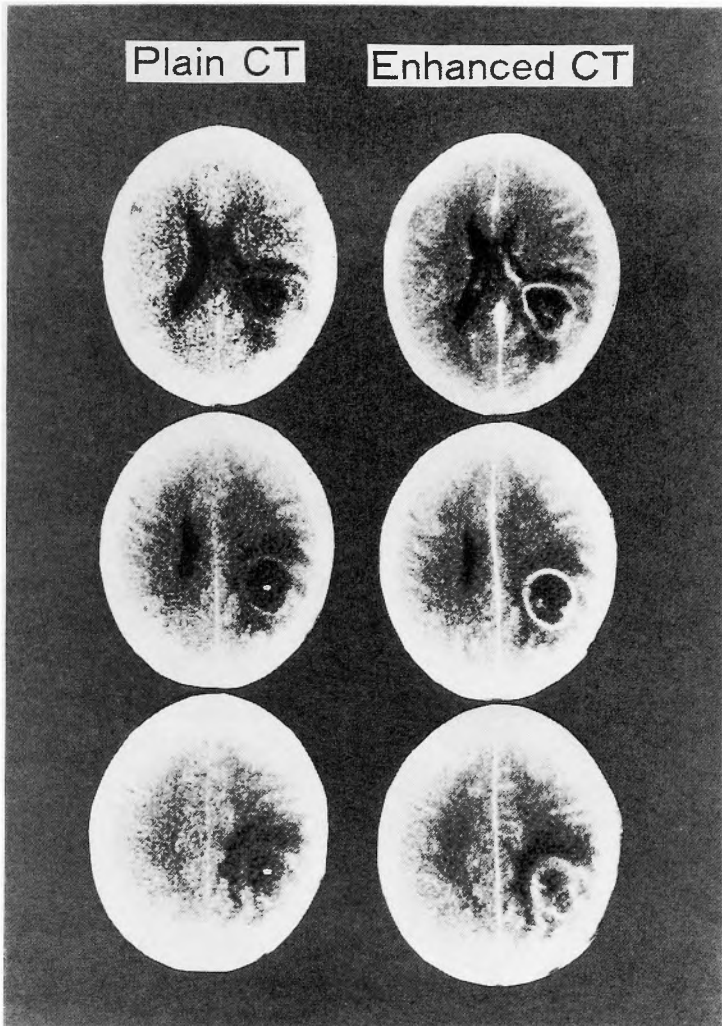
Plain and enhanced CT showed ring enhanced mass with perifocal edema in the right parietal and occipital lobes.
